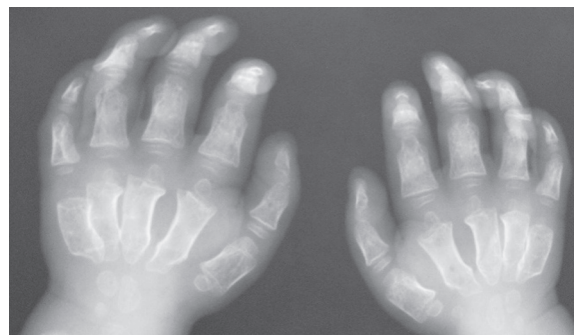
Рентгенограмма кистей пациента с мукополисахаридозом VI типа
